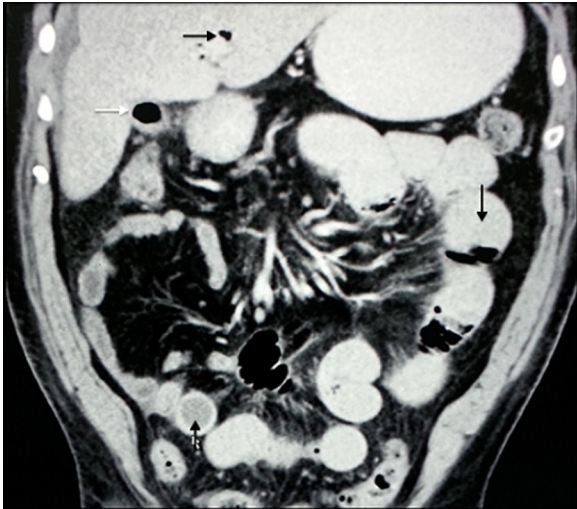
Tomografía computada doble contraste abdominal, corte coronal. Flecha negra: neumobilia. Flecha negra hacia abajo: dilatación de asas de intestino delgado. Flecha negra hacia arriba: lito impactado en íleon. Flecha blanca: nivel hidro-aéreo en vesícula biliar.
